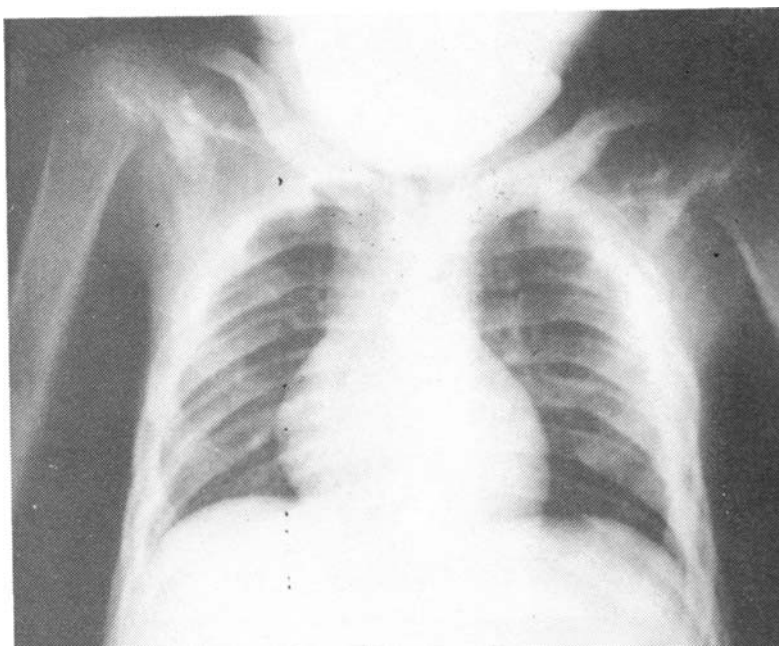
Radiografía del tórax que muestra las alteraciones de clavículas, costillas, escápulas y porción proximal de los húmeros.
